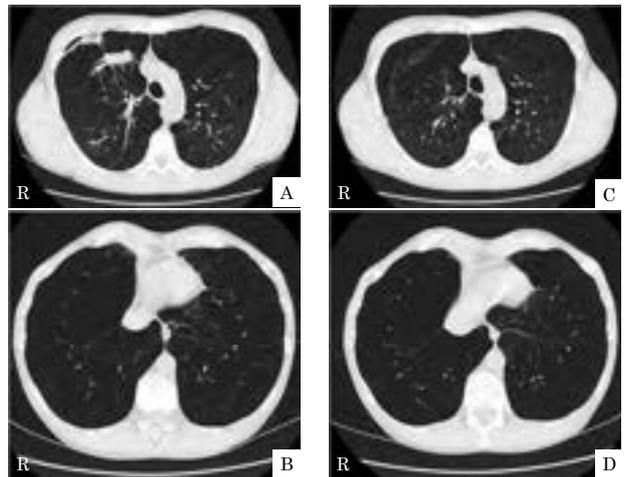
2022年9月14日の胸部単純CT(A・B)と2023年2月1日の胸部単純CT(C・D)。2022年9月14日の胸部単純CTにて、右上葉に浸潤影を認めたが、2023年2月1日には、ほぼ消失した
